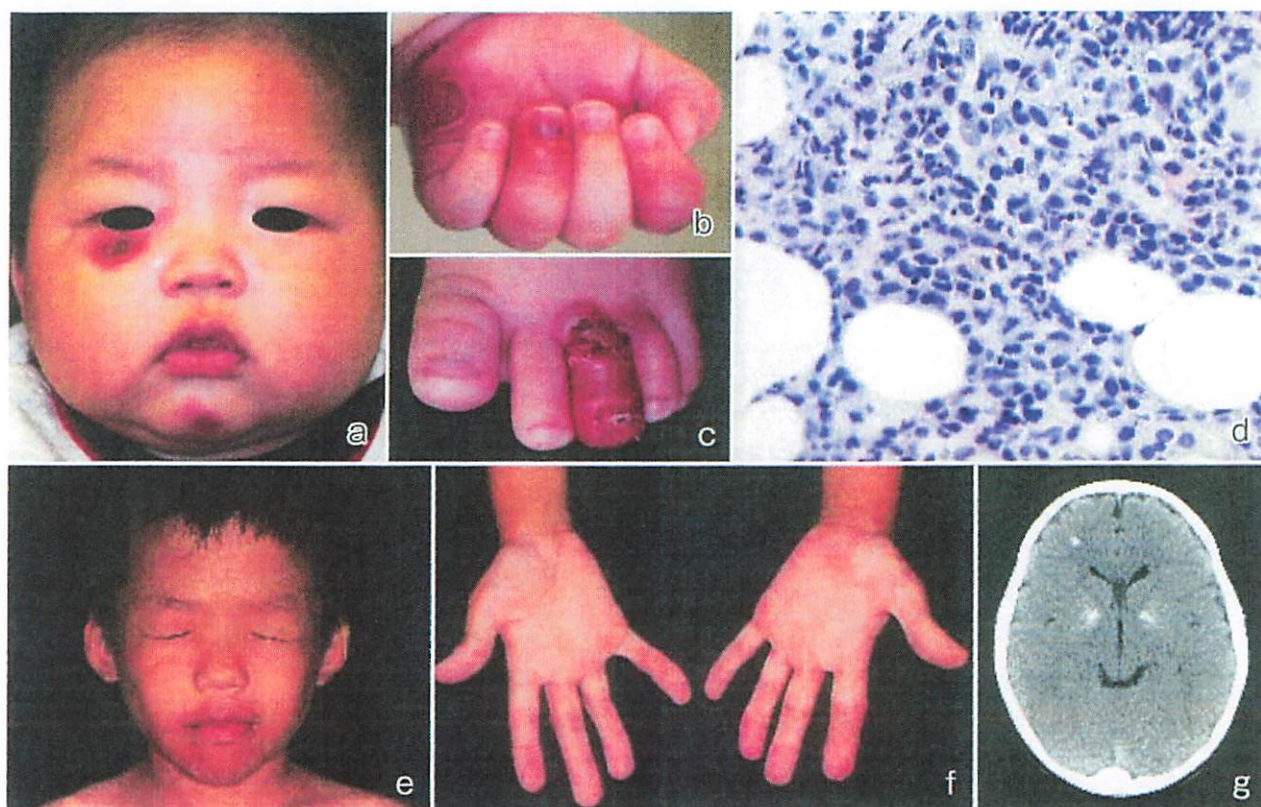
中條・西村症候群の臨床像：顔面と手の凍瘡様皮疹（a～c）で発症し、徐々に顔面の痩せ（e）と長く節くれだった指（f）が目立つようになる。皮膚生検にて異型な好中球・組織球の浸潤（d）とCTにて大脳基底核石灰化（g）を認める。
